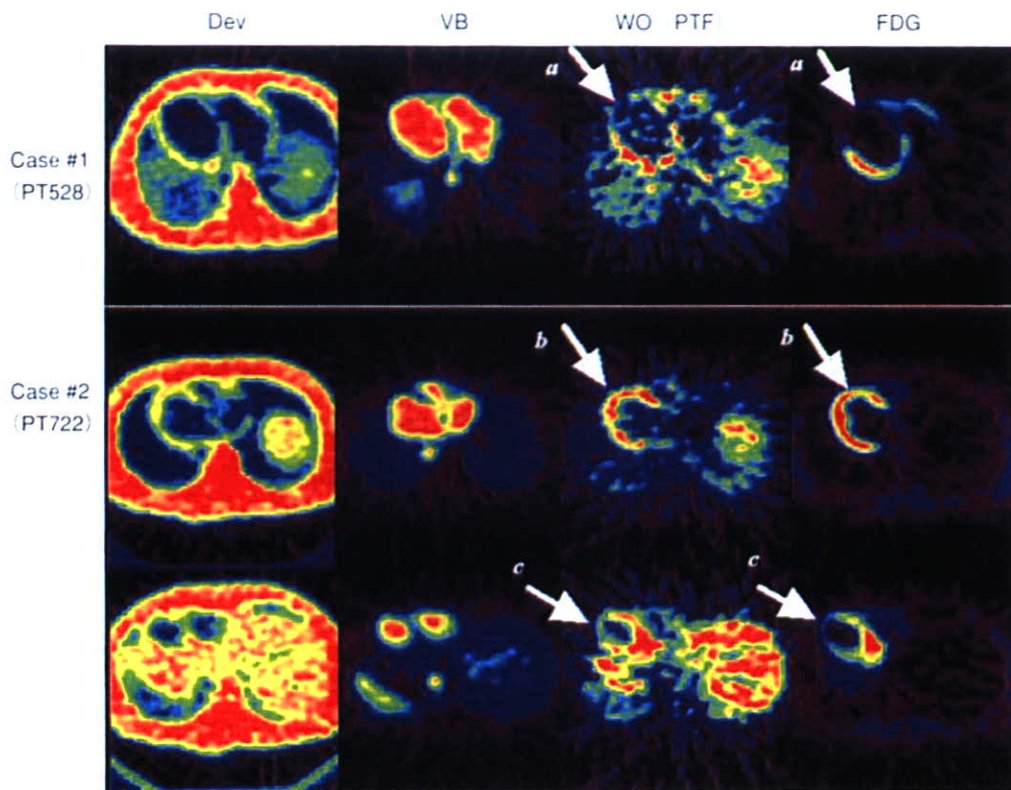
慢性心筋梗塞を有する患者におけるATF〔Dev〕画像、PTF画像、およびFDG集積画像の比較
